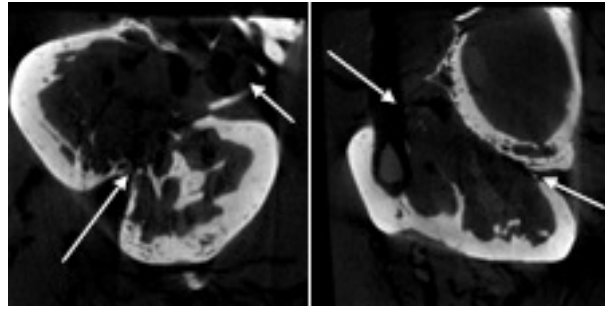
Präparat unbesiedelt, coated: Axiale Schnitte des Knochens 20 Wochen postoperativ: Bei diesem Leerdefekt war ein knöcherner Schluss der Osteotomie auf Grund des Röntgens vermutet worden, hier im μ -CT kann man den Spalt (s. Pfeile) zwischen den beiden einwachsenden Spangen erkennen. Die Projektion der beiden Spangen ergab im Röntgen eine durchgezogene Kortikalislinie
